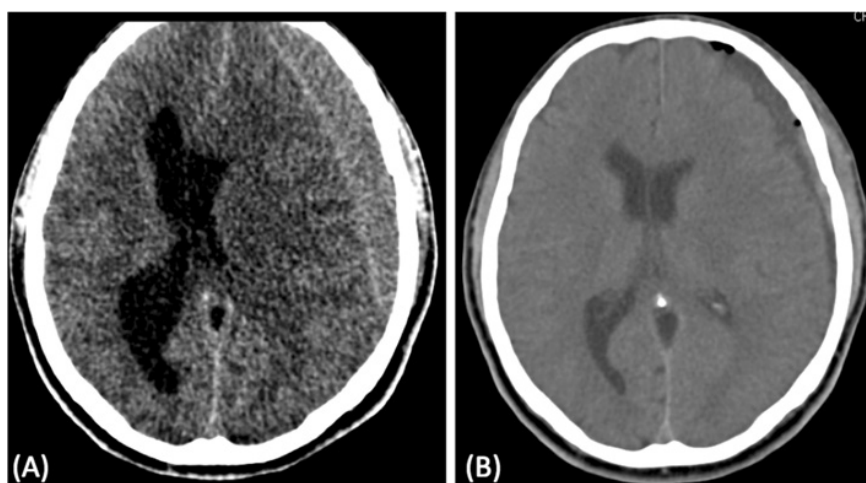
Computerized tomography scans (CT). (A) chronic subdural hematoma; (B) CT-scan 24 h after surgery.
